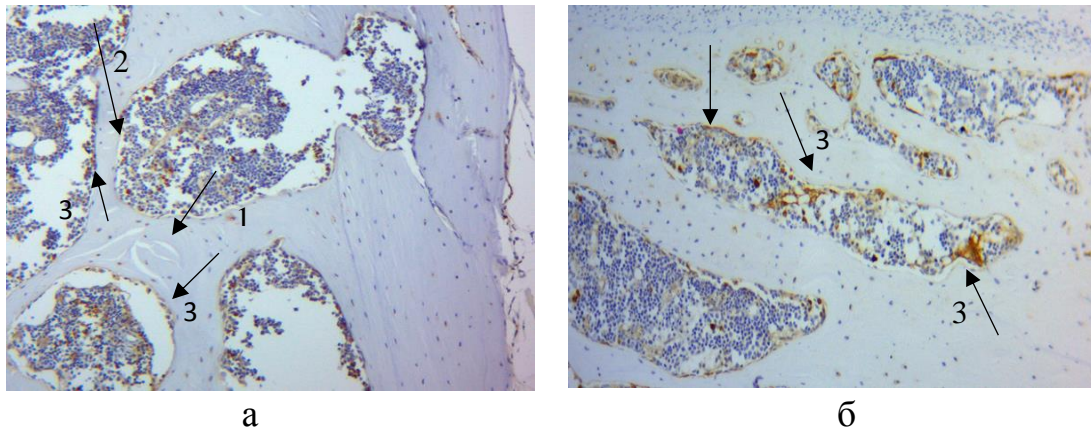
Позитивна експресія остепонтину (а) та RANKL (б) стегнової кістки щура молодого віку на 90-ту добу експерименту, ПХ з гематоксиліном Майєра. 1 – тріщини КТ; 2 – наявність кісткової резорбції; 3 – експресовані клітини. Збільшення×400
